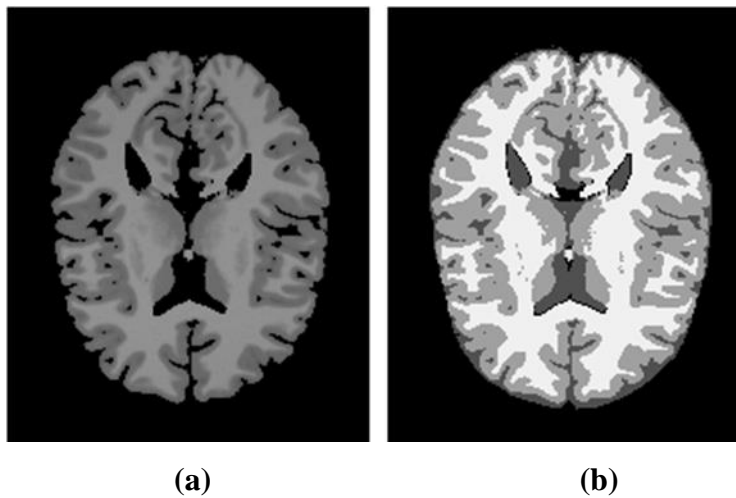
Images d'apprentissages: (a) Données IRM brutes de l'image modèle, (b) Segmentation réalité terrain.
